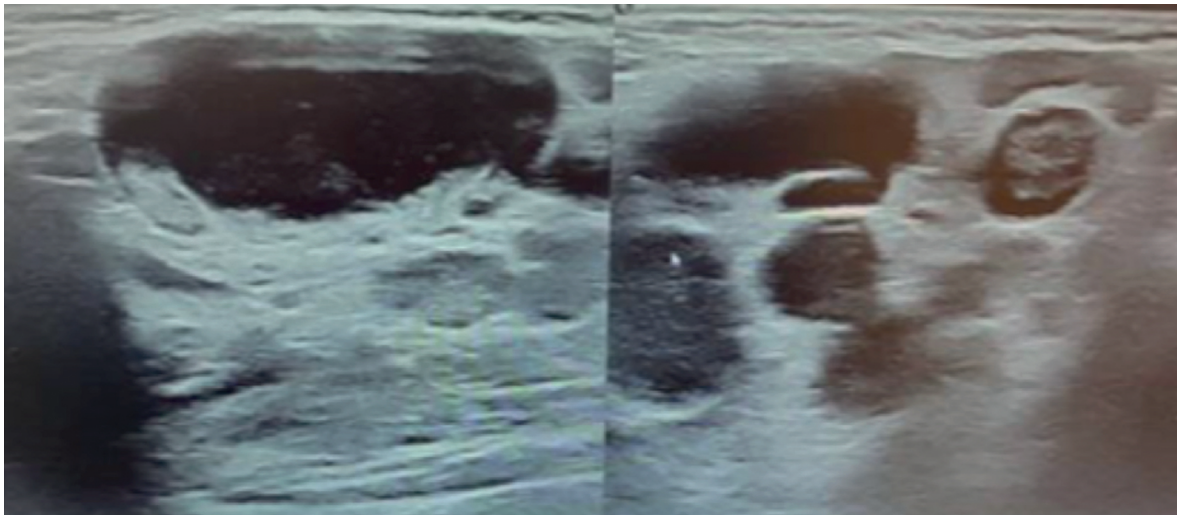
Immagine ecografica, regione ascellare destra.
